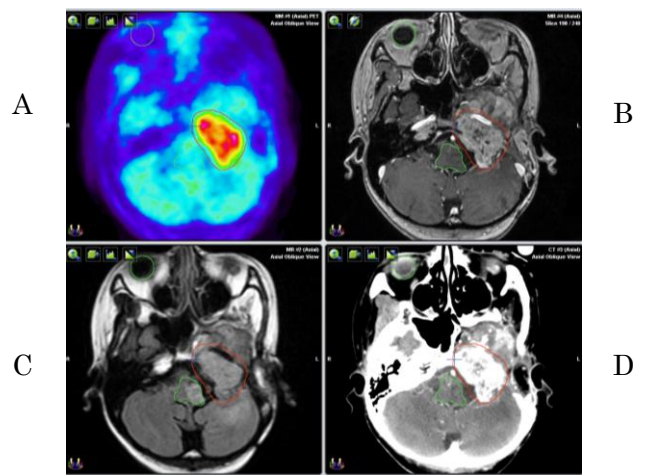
治療計画用 CT とレジストレーション後の診断画像を同一画面で表示して標的体積を決定 (頭蓋底軟骨肉腫、術後再発、再照射例における各種モダリティの利用)
